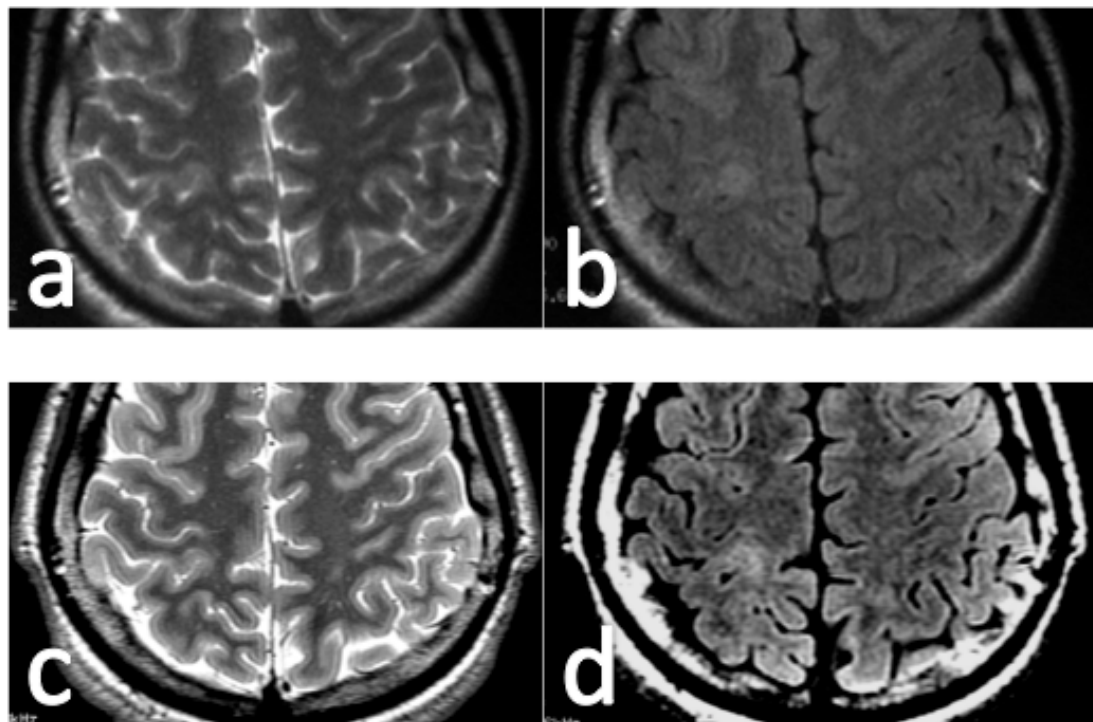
DCF tipo II parietal derecha. Cortes axiales con secuencias T2 (a,b) en imán de 1,5T informado inicialmente como negativo, pero informado como positivo en la segunda lectura. Los cortes axiales T2 (c) y FLAIR (d) en imán de 3T muestran borrosidad cortical e hiperintensidad de la sustancia blanca yuxtacortical más evidente aunque también visible en el estudio realizado en 1.5T.
